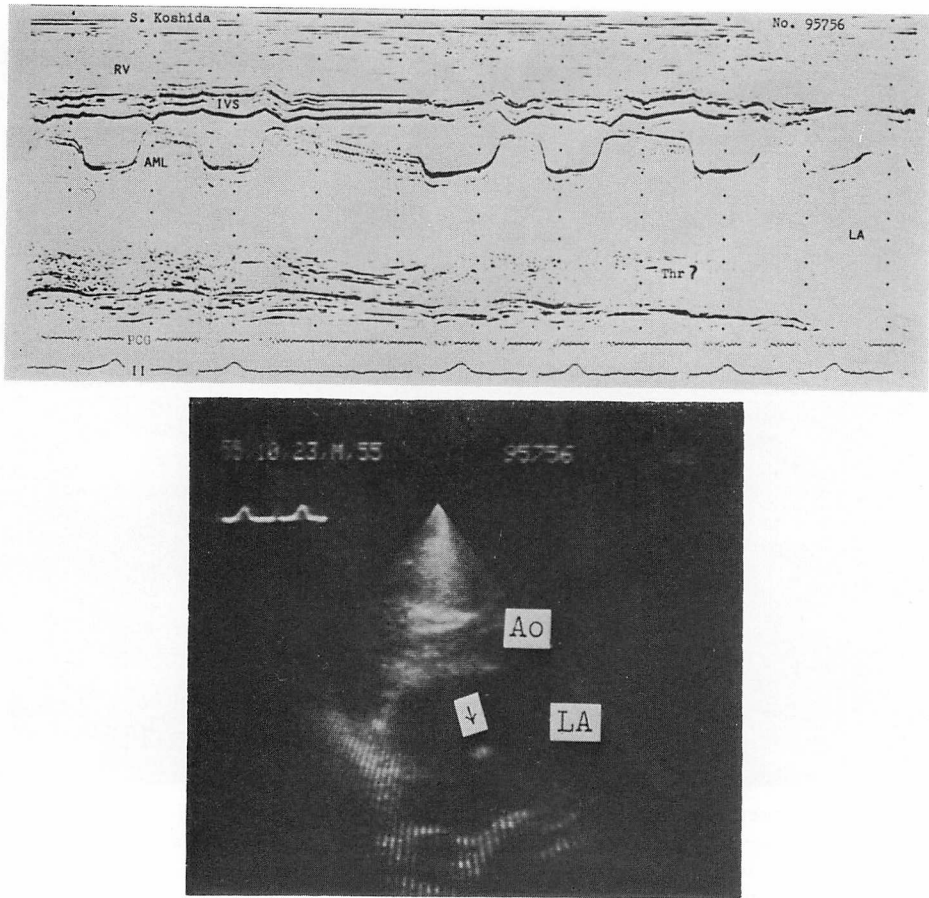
M-mode echocardiogram and two-dimensional echocardiogram in Patient 2 (55 years, male).
